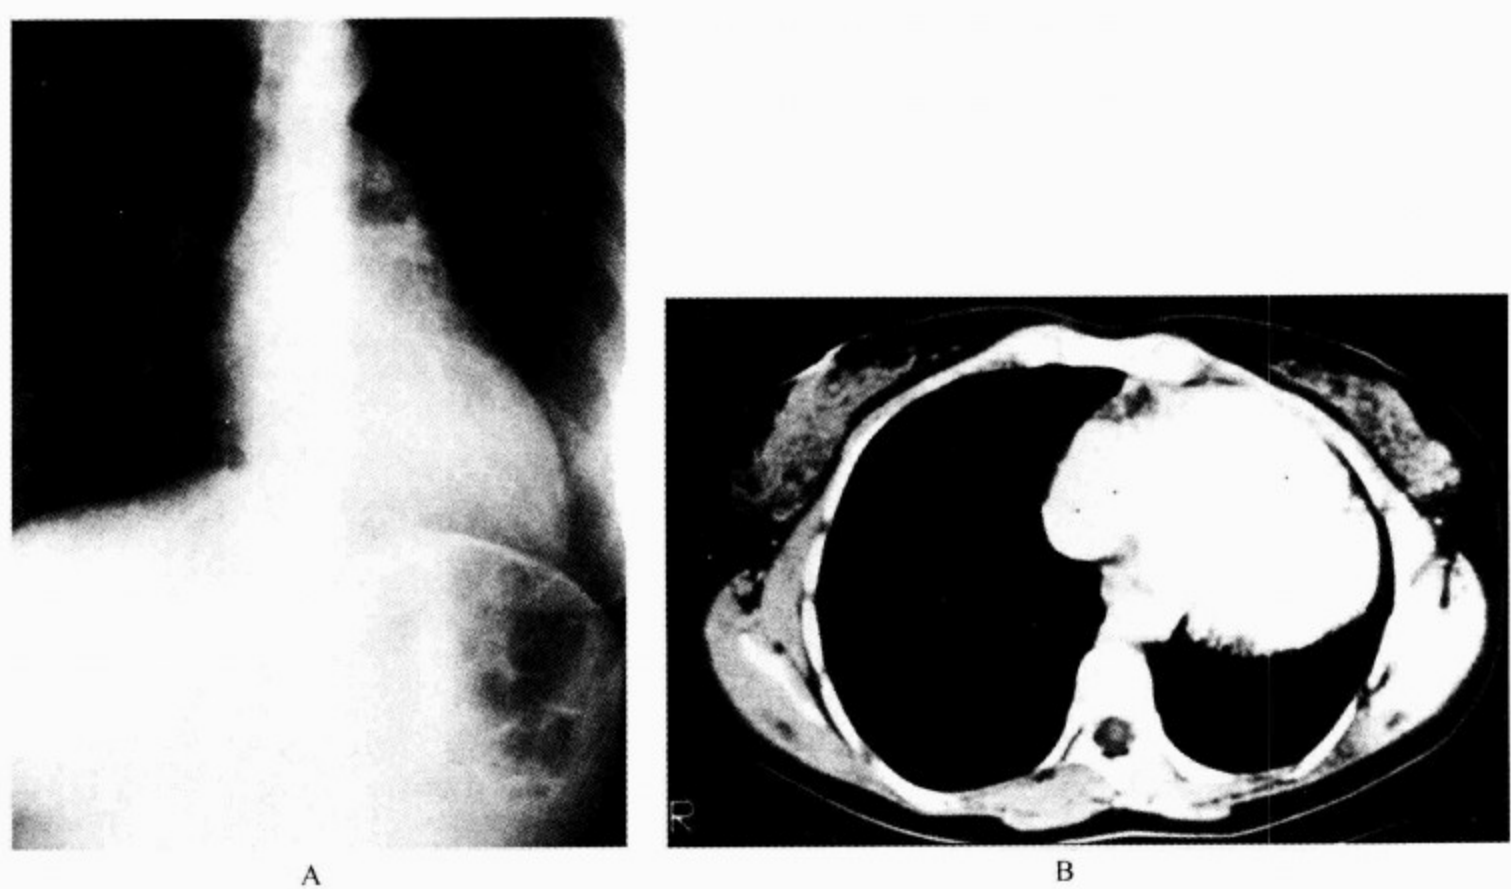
先天性心包缺如患者的胸部 X 线片及 CT 像
